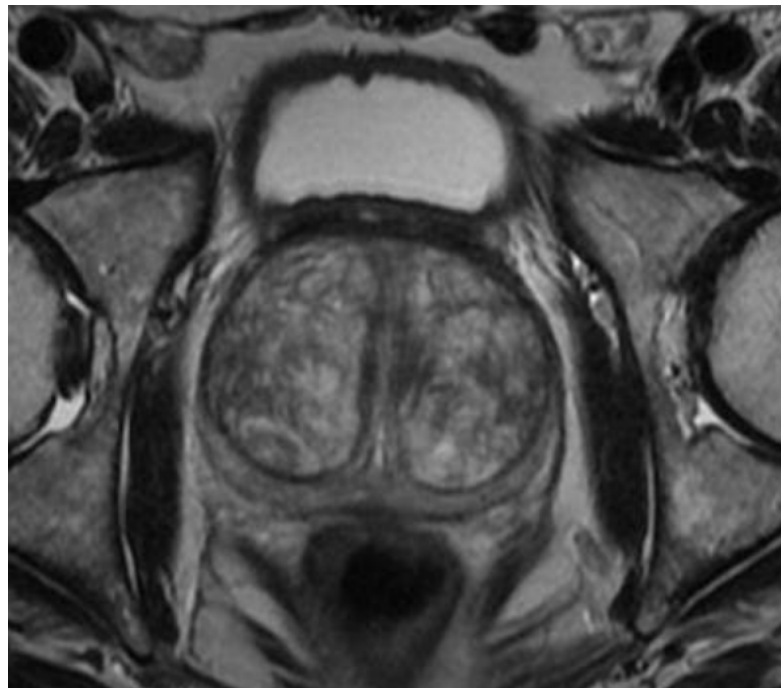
МРТ органов малого таза (аксиальный срез)
